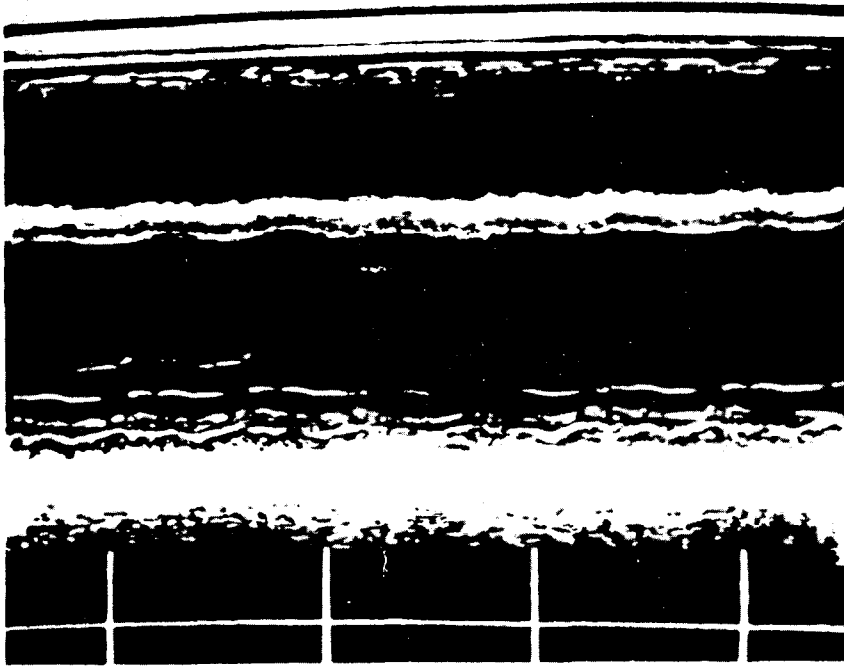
Миокардит Абрамова — Фидлера. Эхокардиограмма.
